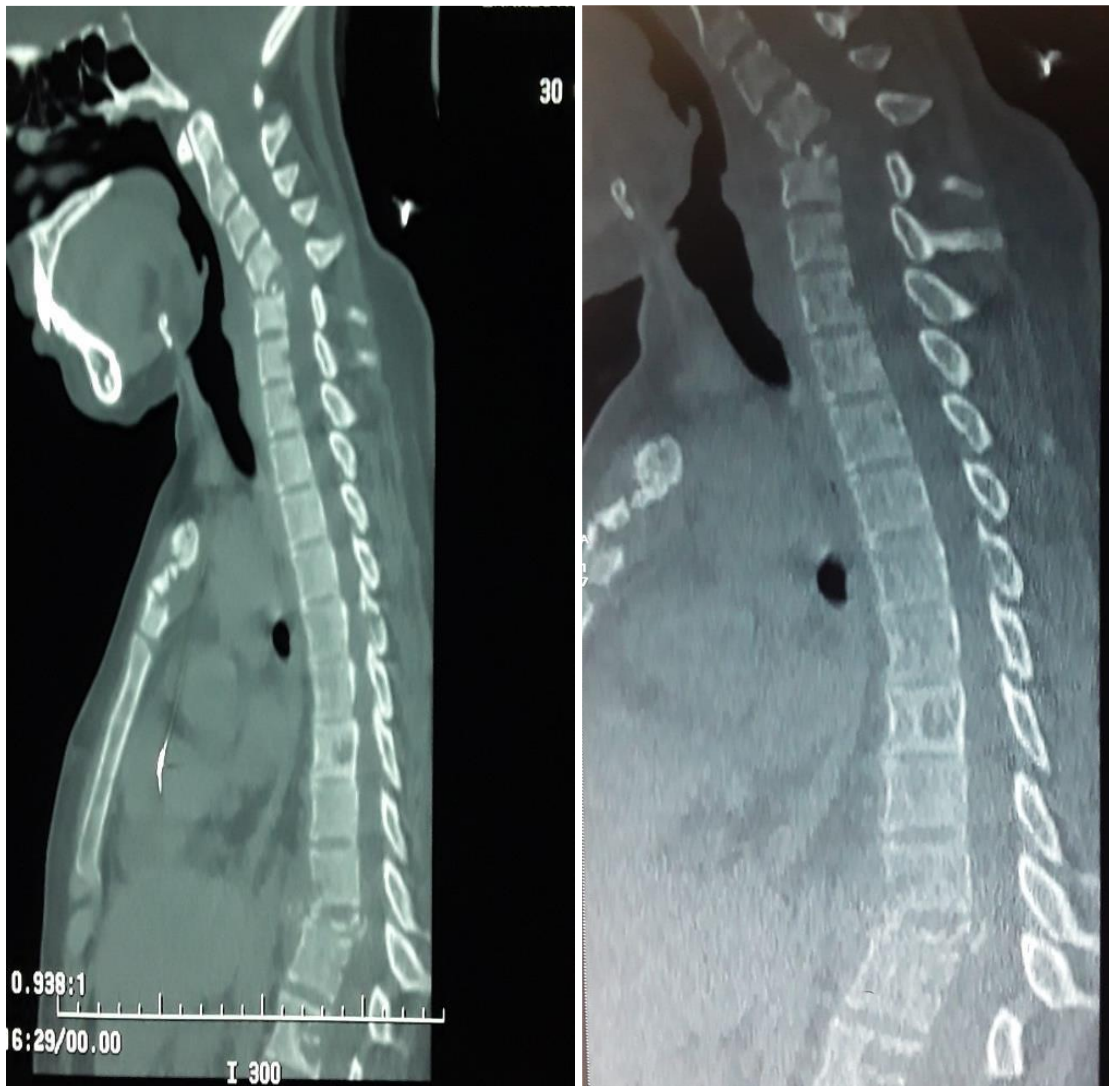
TDM cervico-dorsale en fenêtre osseuse, coupe sagittale montrant une atteinte osseuse diffuse avec tassement lytique de C5 et D10 avec recul du mur postérieur en D10.
